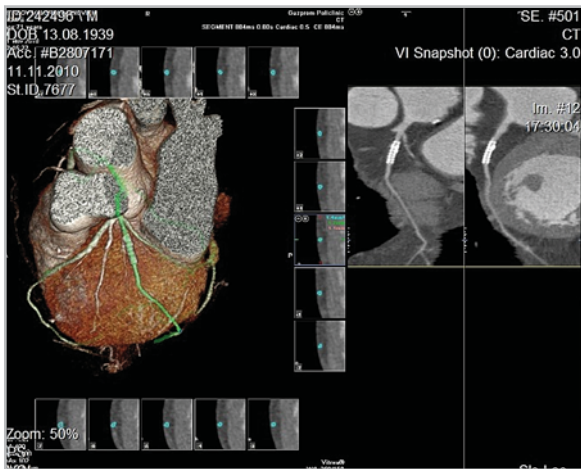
64-МСКТ-ангиограммы. Объемное изображение ПМС в передней нисходящей и правой коронарной артериях. Признаков рестеноза ПМС не выявлено
